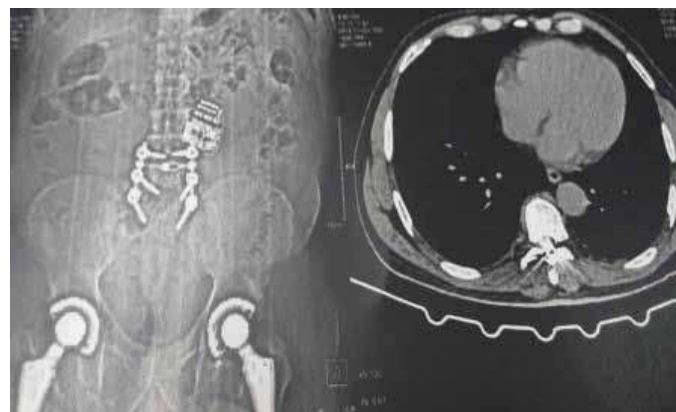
Tomografia computadorizada da pelve e da coluna lombar, corte coronal (A), evidenciando artroplastia bilateral do quadril e artrodese lombar de L4-L5-S1, devido à osteoartrite e presença do marcapasso na região lombar, também visto no corte axial (B).
